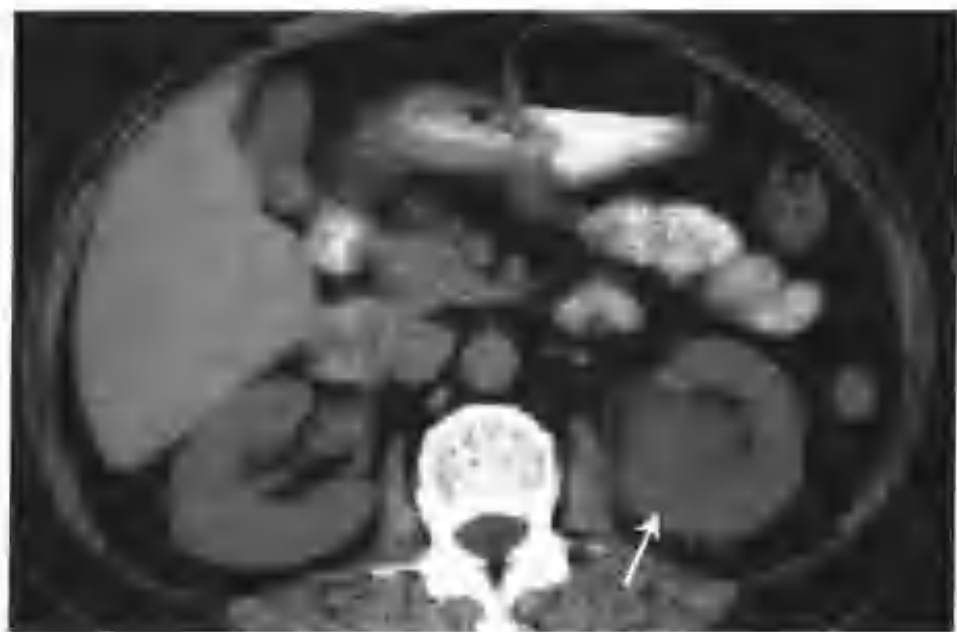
左肾炎症 (CT 平扫左肾中极有一等密度病灶 (箭头), 凸入肾窦生长, 邻近肾筋膜及腰大肌增厚, 边缘毛糙)
